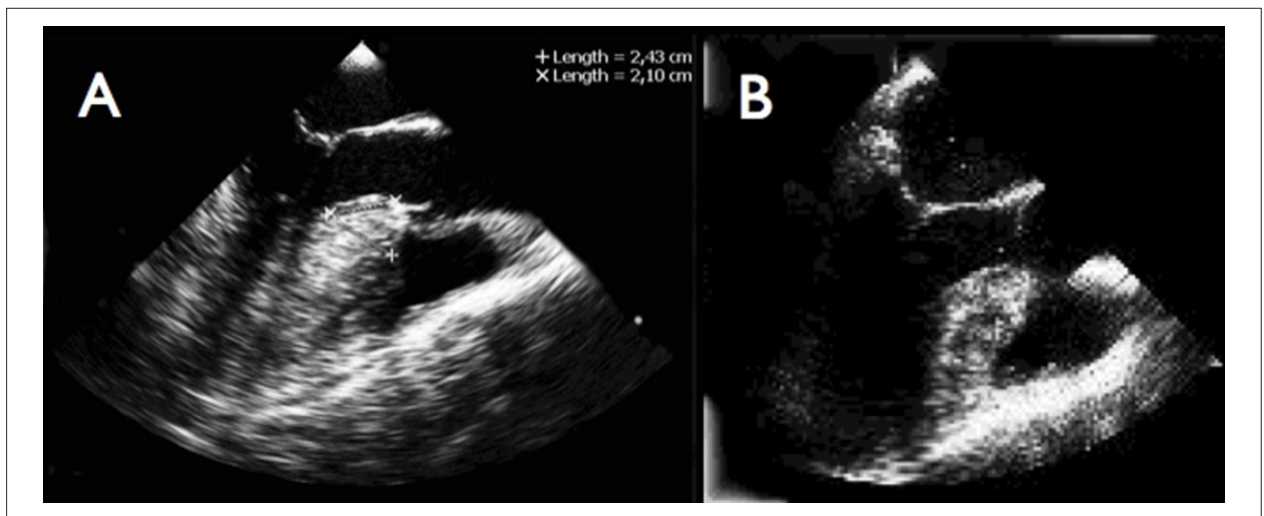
Imagem da VSVE pelo ecocardiograma transesofágico a nível de esôfago médio com 120° de angulação do transdutor. Medidas da espessura do septo e distância do maior diâmetro ao anel aórtico antes (A) e após a miectomia septal (B).
